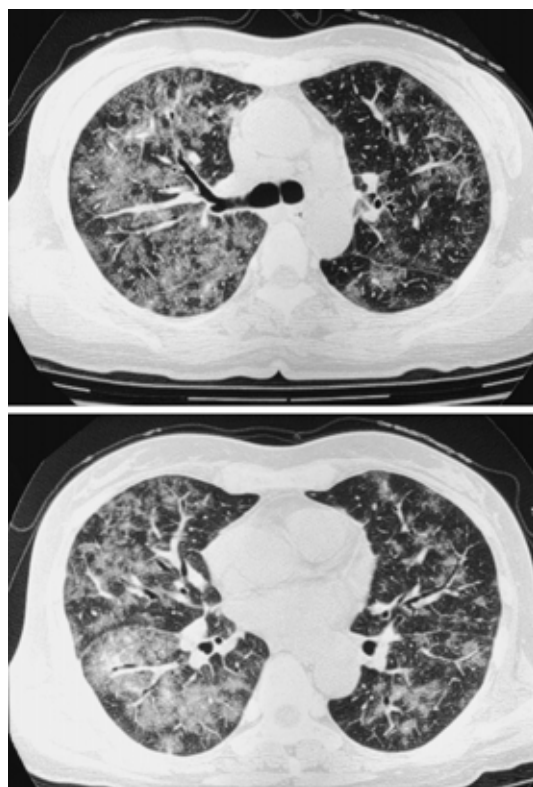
Chest high-resolution computed tomograms (HRCT) on admission showing diffuse reticular shadows and ground-glass opacities in both lung fields.
